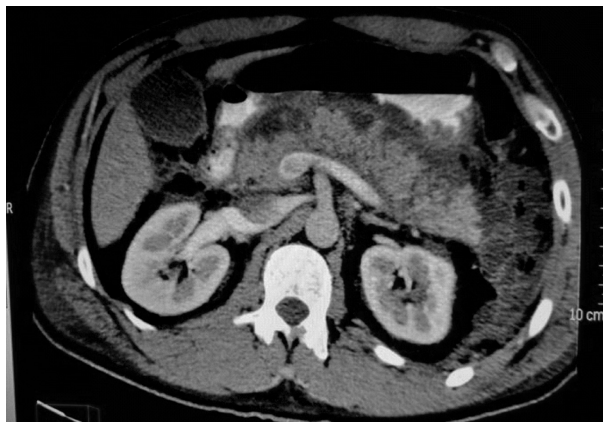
МСКТ с болюсным контрастированием у пациента с панкреонекрозом. Венозная фаза, аксиальный срез
